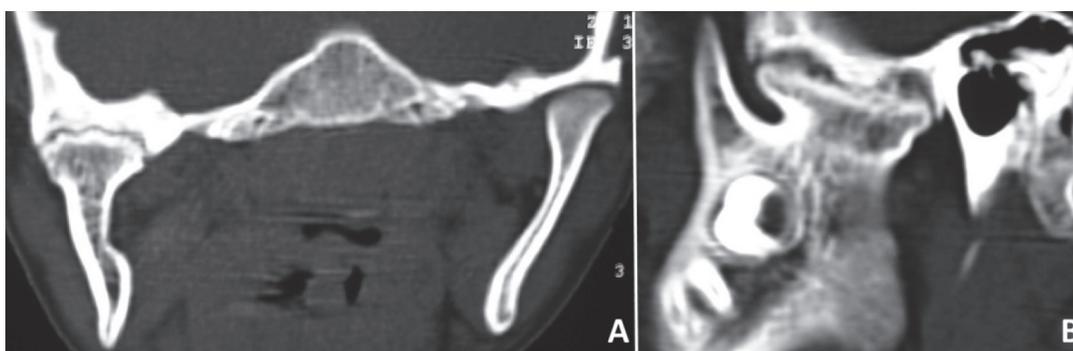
A. Coronal computed tomography scan showing osseous ankylosis of the patient's right temporomandibular joint. B. Sagittal computed tomography scan showing deformity of the right temporomandibular joint
